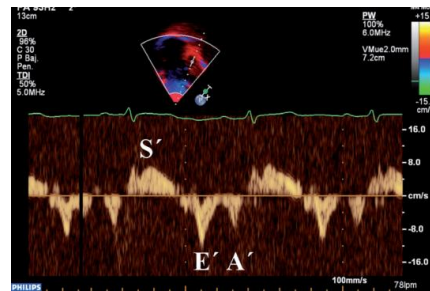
Imagen doppler pulsado
